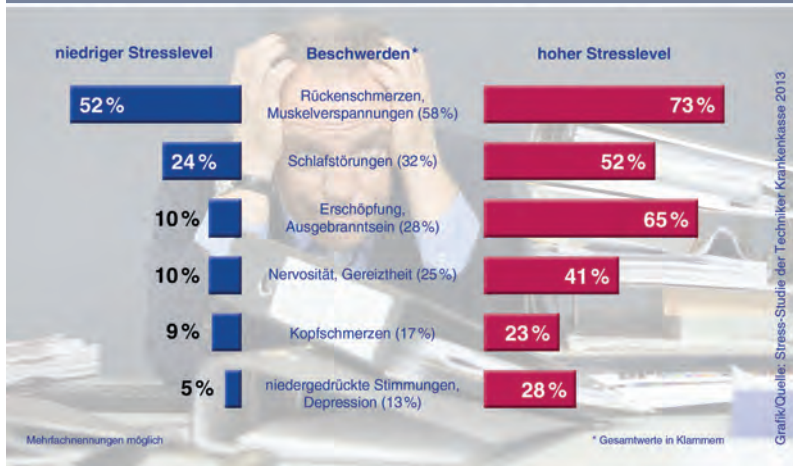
Anteil der Befragten nach Stressbelastung und Beschwerden (TK, 2013)
